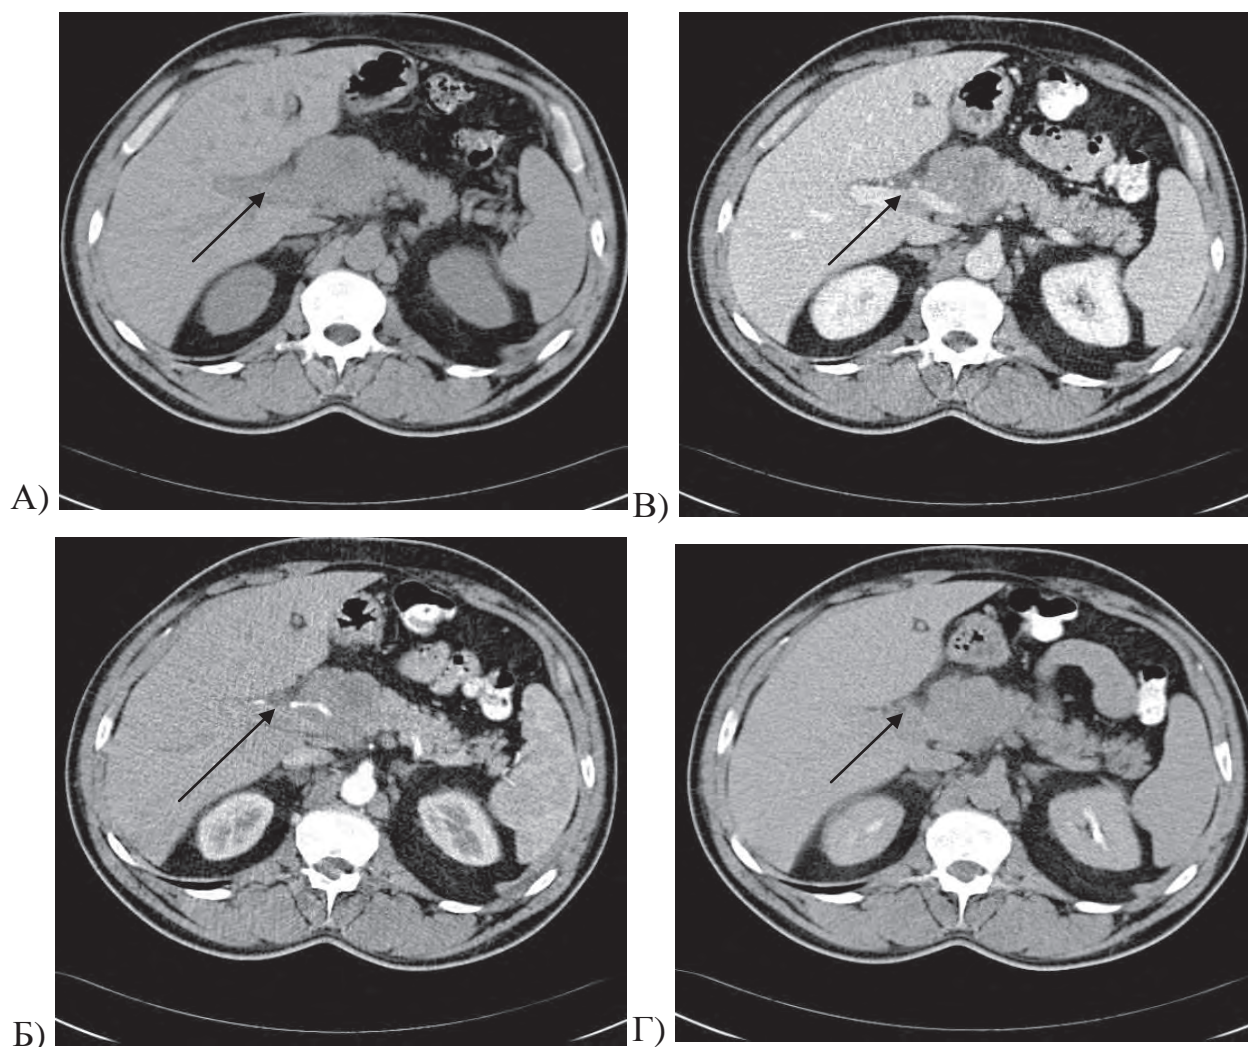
Больной Б, 48 лет, диагноз: аденокарцинома головки ПЖЖ. СКТ с в/венным контрастным усилением, нативная (А), артериальная (Б), венозная (В), отдаленная (Г) фазы. Опухоль головки ПЖЖ (стрелка) без прорастания капсулы передней поверхности железы.
